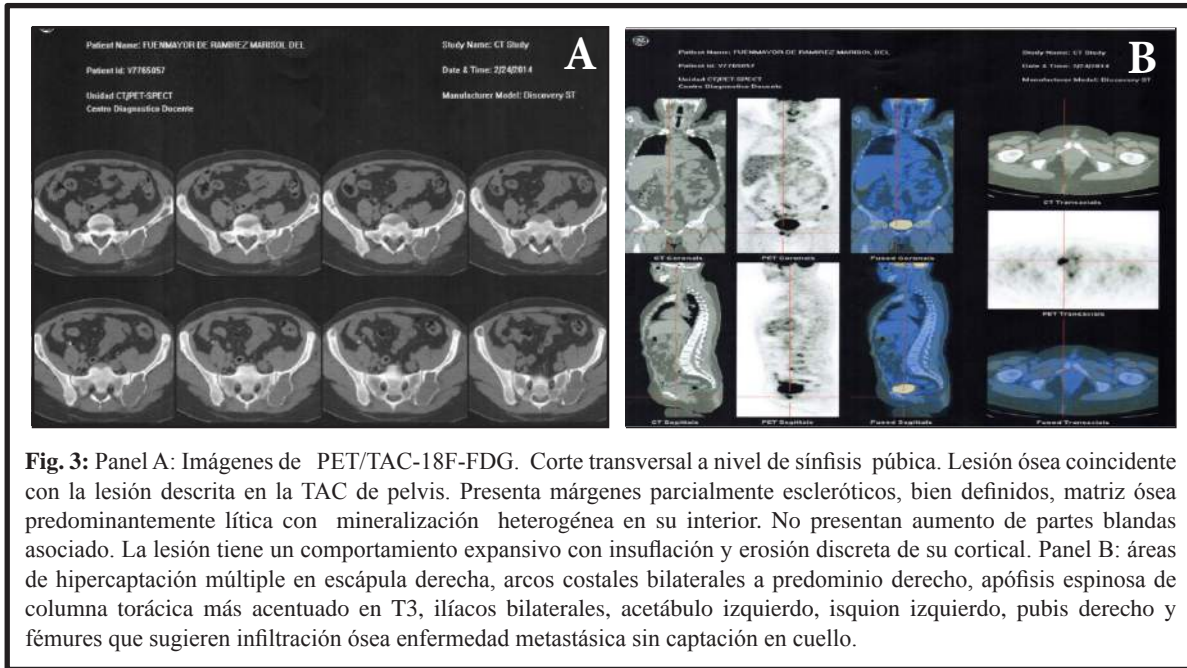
Panel A: Imágenes de PET/TAC-18F-FDG. Corte transversal a nivel de sínfisis púbica. Lesión ósea coincidente con la lesión descrita en la TAC de pelvis. Presenta márgenes parcialmente escleróticos, bien definidos, matriz ósea predominantemente lítica con mineralización heterogénea en su interior. No presentan aumento de partes blandas asociado. La lesión tiene un comportamiento expansivo con insuflación y erosión discreta de su cortical. Panel B: áreas de hipercaptación múltiple en escápula derecha, arcos costales bilaterales a predominio derecho, apófisis espinosa de columna torácica más acentuada en T3, ilíacos bilaterales, acetábulo izquierdo, isquion izquierdo, pubis derecho y fémures que sugieren infiltración ósea enfermedad metastásica sin captación en cuello.
